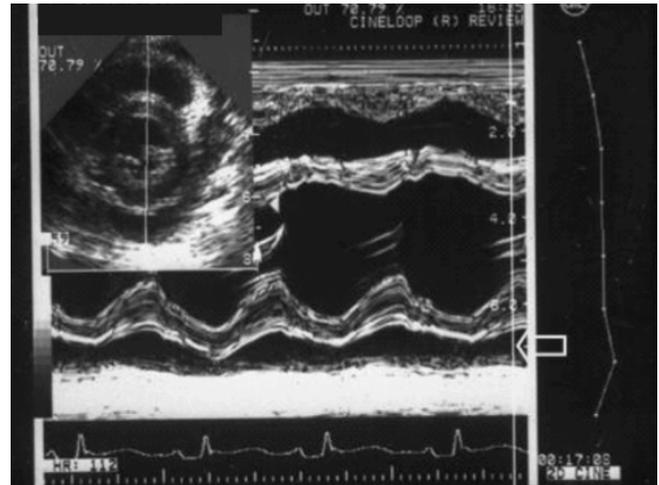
A Echocardiogram shows a pericardial effusion in a patient with systemic-onset JRA.
